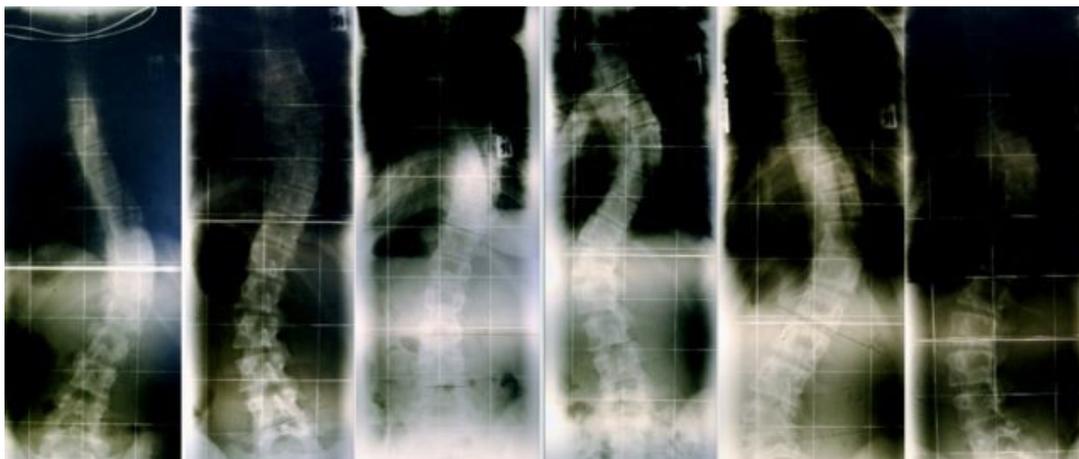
Radiografien von sechs Jugendlichen mit je unterschiedlichen Skolioseverläufen mit je 40 Grad Cobb (Quelle Wikipedia, Artikel Skoliose).
